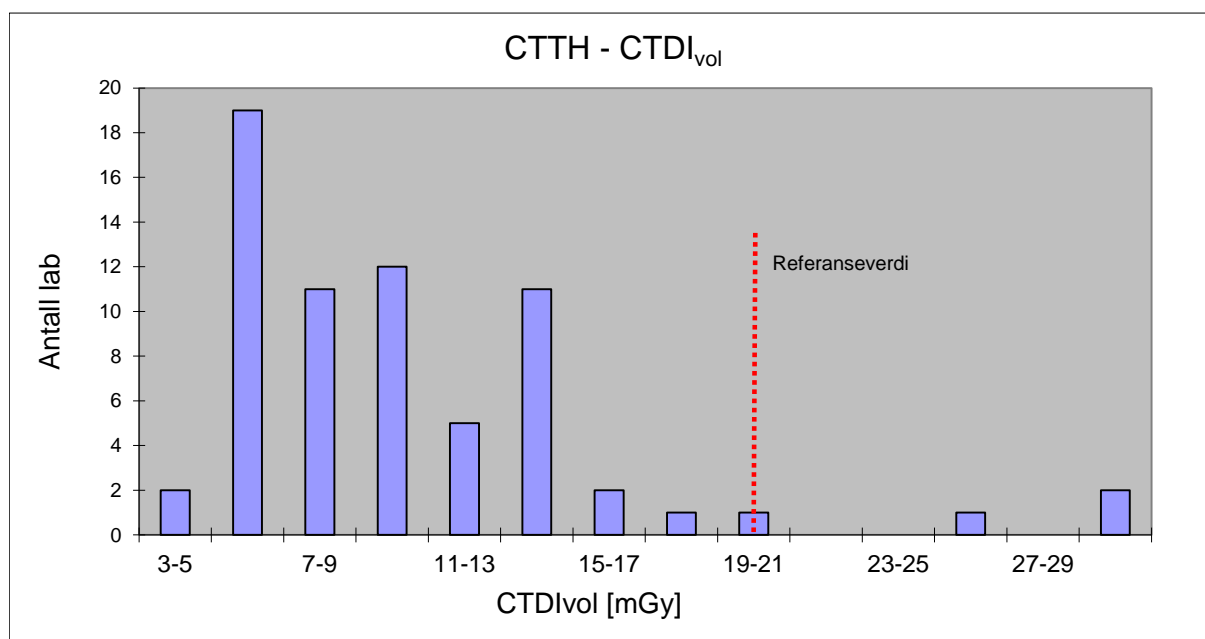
Fordeling av de innsamlede $CTDI_{vol}$ verdiene for CT thorax. I tillegg vises den nasjonale referanseverdien (NRV) på 20 mGy som var gjeldende på tidspunktet før innsamlingen.
